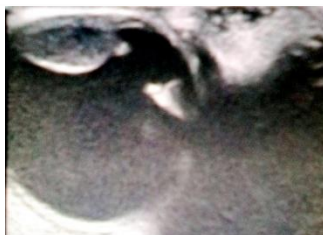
Ultrasonido ocular del ojo derecho. Obsérvese la masa sólida que sobresale hacia el interior del globo ocular.
